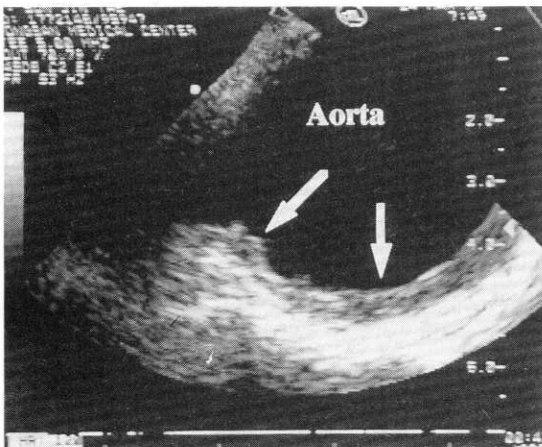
Transesophageal echocardiography showing aortic atheroma(arrow : atheromatous plaques).
